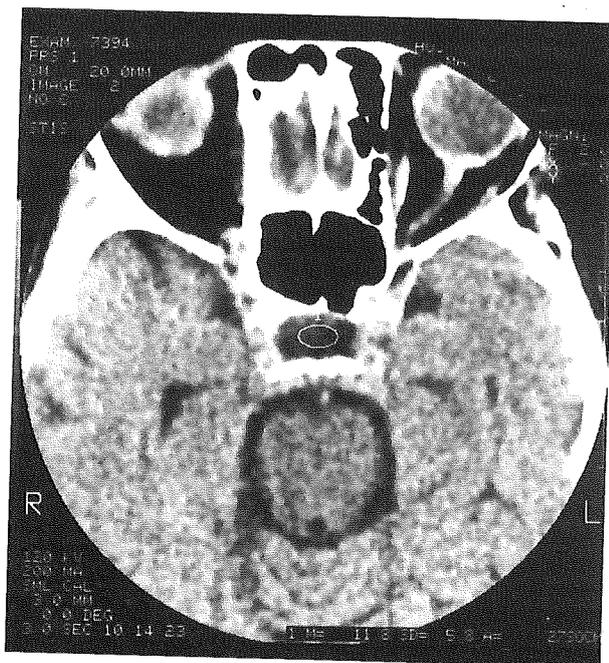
TAC craneal en el que se aprecia el aumento de tamaño de la silla turca ocupada por contenido líquido.
